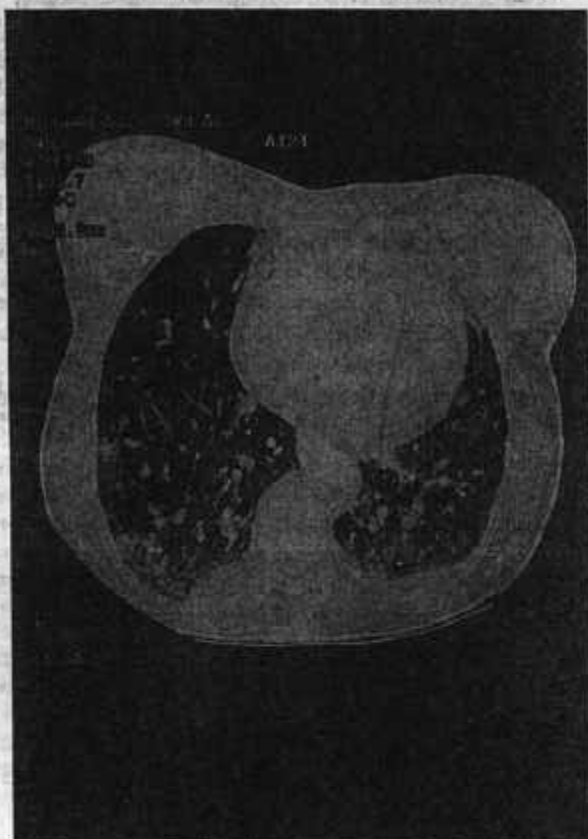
Computerized tomographic scan of the chest showed bilateral multifocal opacities in the lower lobes and small pleural effusions.
